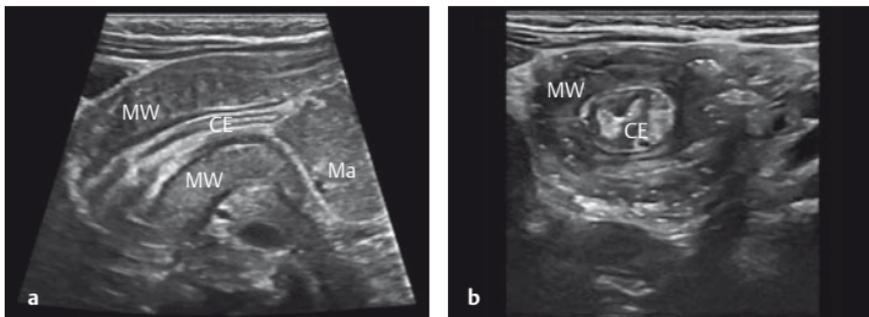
• Sonografie bei hypertropher Pylorusstenose. Darstellung der deutlich verdickten Muskelwand (MW) des deutlich verlängerten Pylorus und des hochgradig eingengten Canalis egestorius (CE) im Längs- (a) und Querschnitt (b). Ma = Magenausgang.
